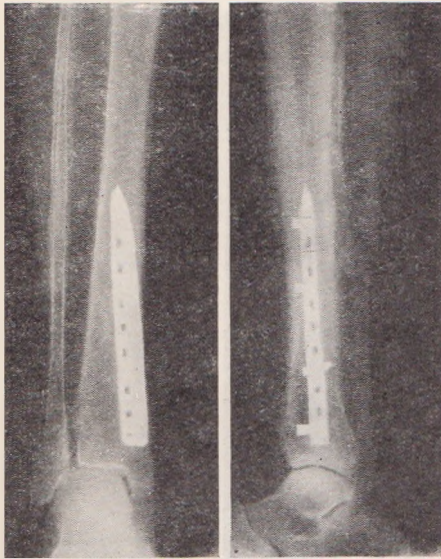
Рентгенограмма того же больного через год 9 месяцев после остеосинтеза балкой Климова.
